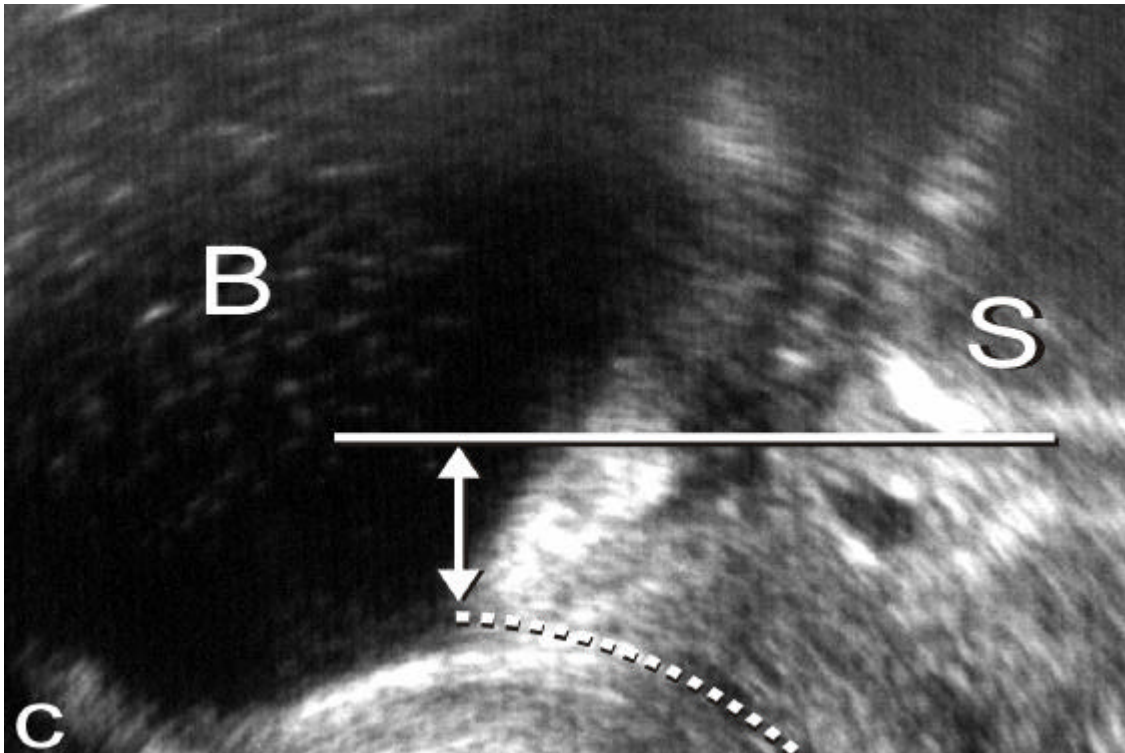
Introitussonographische Aufnahme beim Pressen
